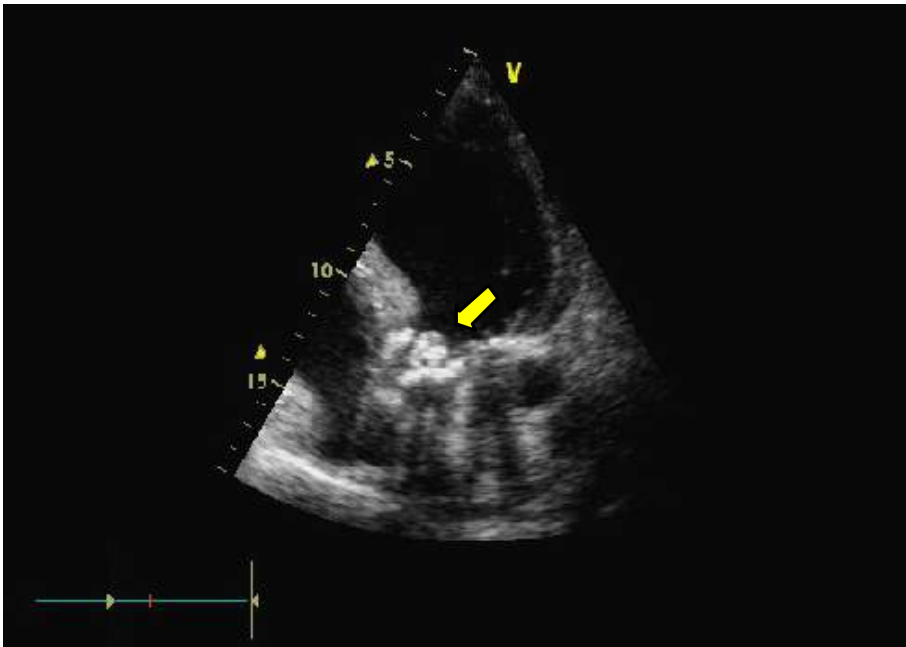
Ecocardiografía transtorácica. Apical 4 cámaras. Se observa válvula aórtica degenerativa, con masa en cara ventricular (flecha), móvil, que prolapsa a cavidad de ventrículo izquierdo.
